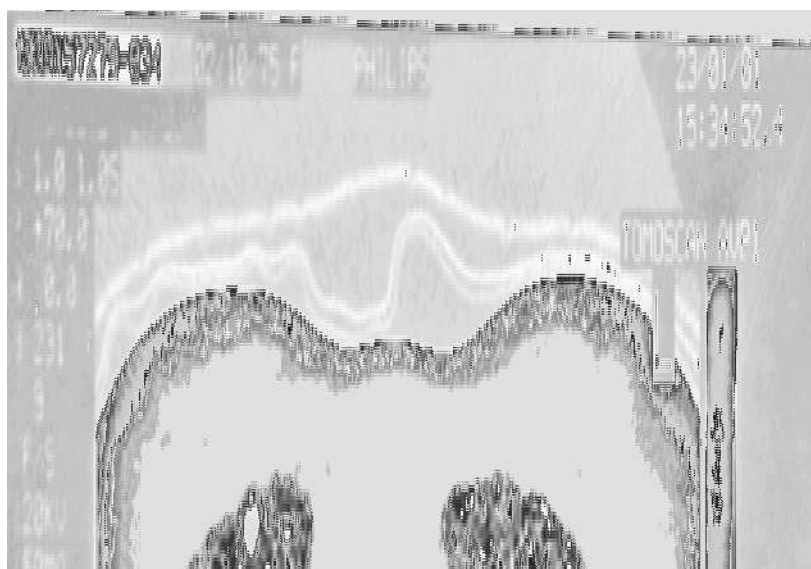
TAC torácica com densificação pulmonar em ‘vidro despolido’ associado a infiltrados intersticiais difusos e bronquiectasias de tracção, além de bolhas subpleurais e intraparenquimatosas.
